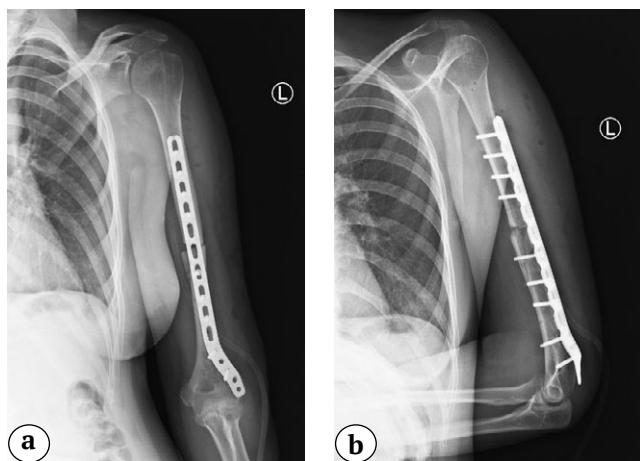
X-rays after re-fixation of the left humeral bone with a plate; the position of the fragments and metal fixator is satisfactory:
